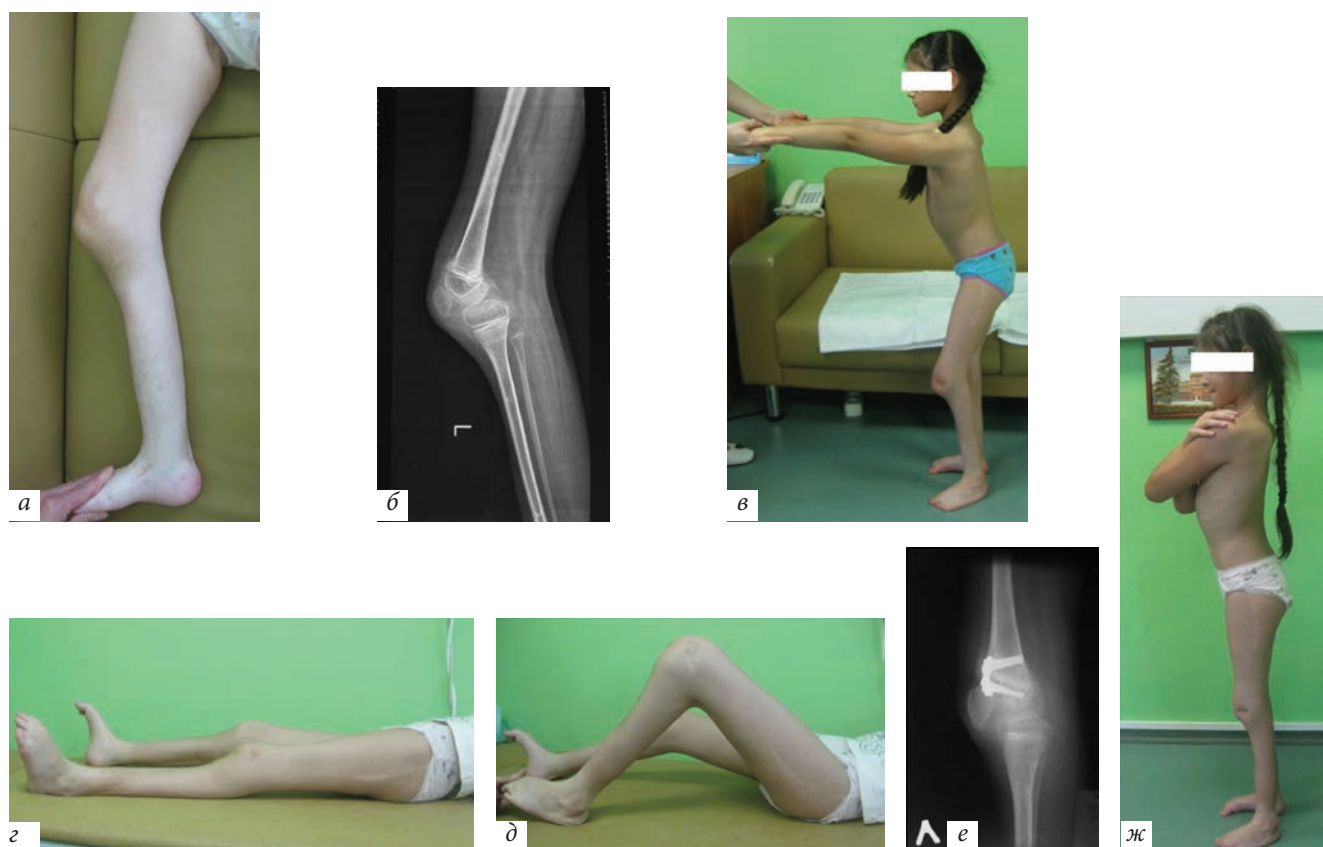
Пациентка П., 7 лет, с диагнозом: «Артрогрипоз с поражением нижних конечностей»: а, б — сгибательная контрактура левого коленного сустава 30° и рентгенограмма коленного сустава в боковой проекции до начала лечения; в — пациентка передвигается только с поддержкой; г, д, е — полное разгибание, сгибание до 90° коленного сустава и боковая рентгенограмма через 30 месяцев от начала лечения; ж — ходит самостоятельно
